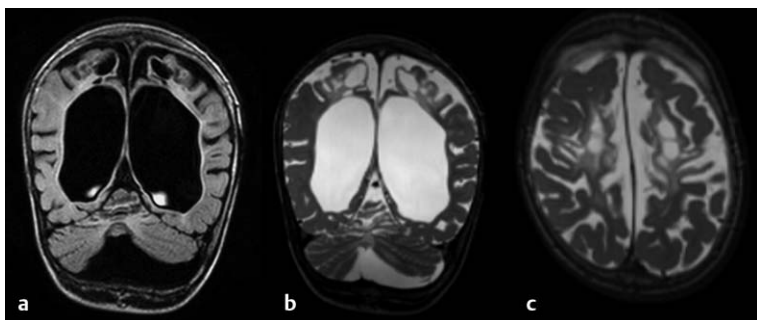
MRT bei kortikal-subkortikal betonter Hirnschädigung, mit deutlich erkennbarer Ventrikelerweiterung, weitgehend zerstörtem Marklager sowie Zysten und Ulegyrie, betont im Bereich der Mantelkante. Das Kind wurde mittels Forzepps bei Vorliegen von mekoniumhaltigem Fruchtwasser in der 40. SSW geboren, hatte Apgar-Werte von 2 und 3 nach 5 und 10 Minuten, wurde primär reanimiert. MRT im Alter von 2 Jahren. Schwerste Mehrfachbehinderung mit Tetraspastik und therapieschwieriger Epilepsie.
